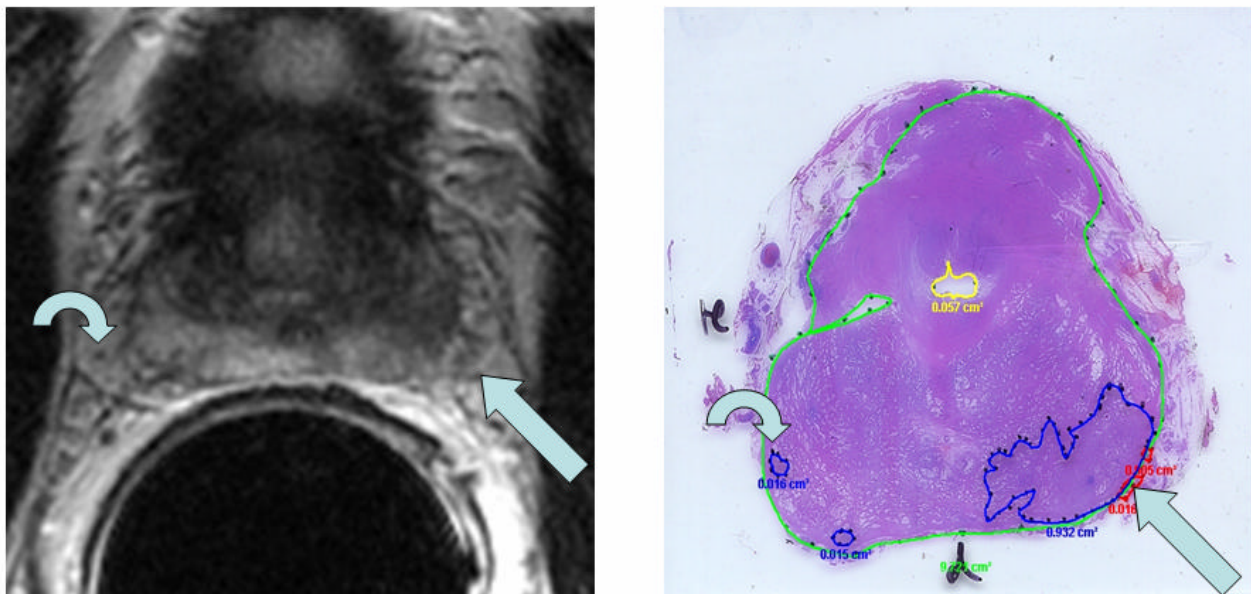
Prostatakarzinom Stadium T3a mit ECE an der Basis links. Man erkennt einen großen Tumorherd an der linken Basis mit geringer Kapselüberschreitung, die zu einer Unschärfe der signalarmen Kapsel in der MRT führt (gerader Pfeil). Kleinere Tumorherde der PZ rechts (gebogener Pfeil).
